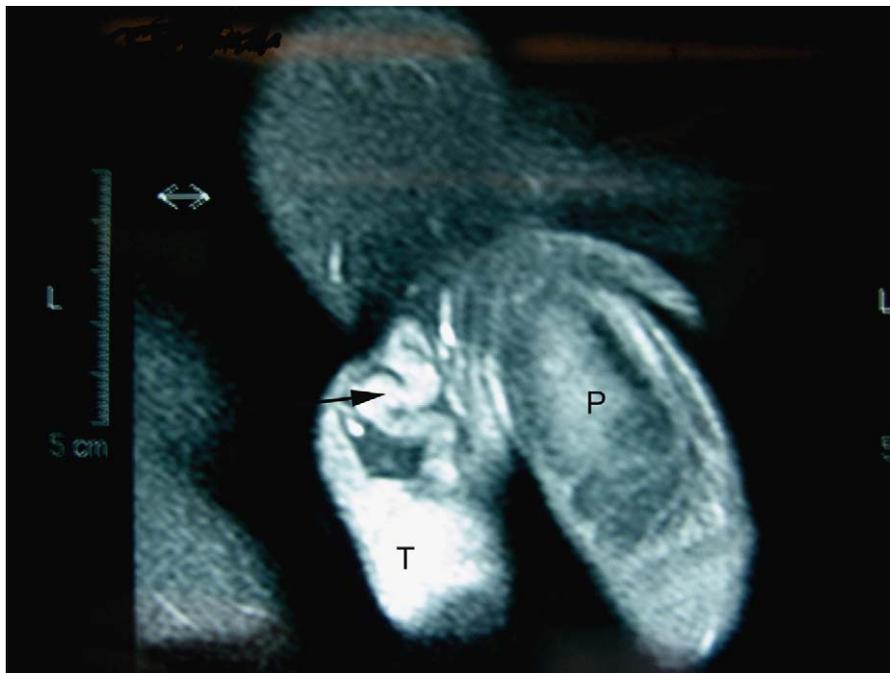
Resonancia magnética: cola del epidídimo y conducto deferente (flecha) dilatado y tortuoso (diámetro de 1 cm). T: testículo; P: pene.
